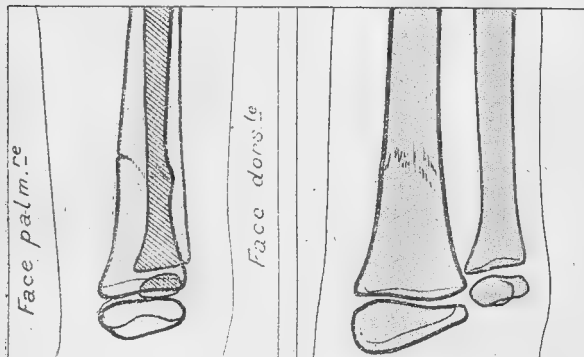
Soufflure à peine marquée du radius sur la radiographie de face; légère dislocation des travées osseuses. Radiographie de profil : encoche antérieure et soufflure postérieure du radius (Mouchet).
